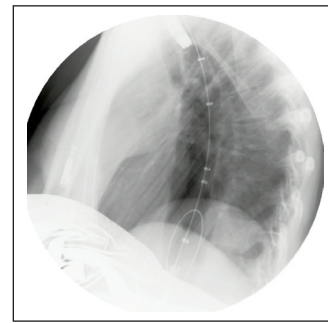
Dilatación. Radiografía con protección radiológica abdominal.
